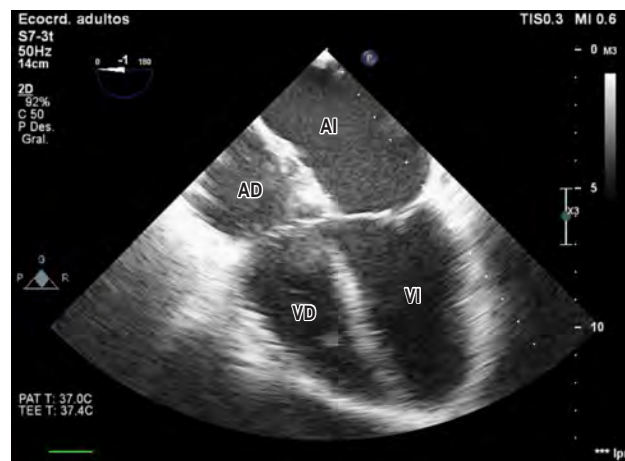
Ecocardiograma transesofágico posterior a resección quirúrgica de mixoma auricular izquierdo.
